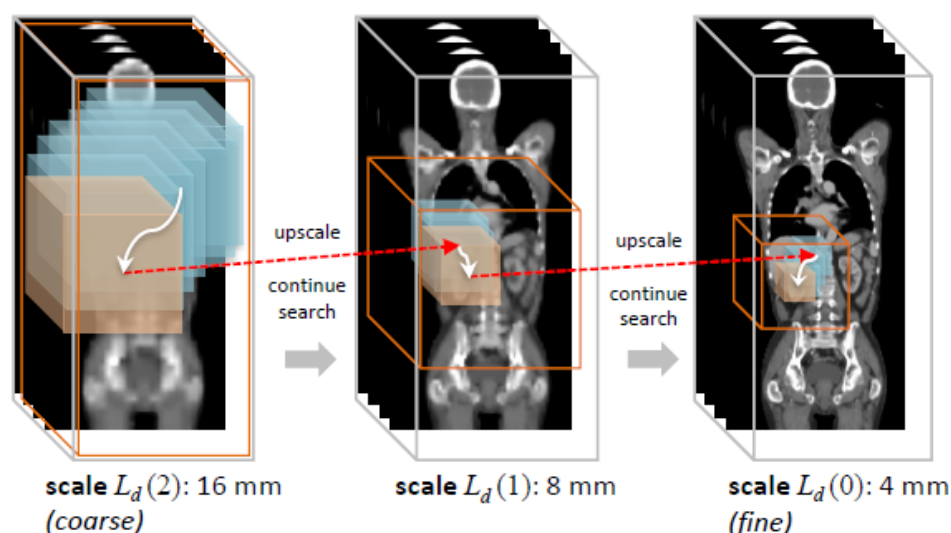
Conducța de detectare a reperelor pe mai multe scări. Locația finală a etapei anterioare este utilizată ca punct de plecare pentru etapa următoare. Fiecare etapă implică o creștere de 2 ori a rezoluției spațiale. Săgețile albe reprezintă traiectorii de căutare locală. Cuburile albastre și maro denotă regiuni de stare din volumul ecografic de-a lungul traiectoriei agentului (adică tensori de intrare în rețeaua Q a agentului). Figura preluată din [21].
